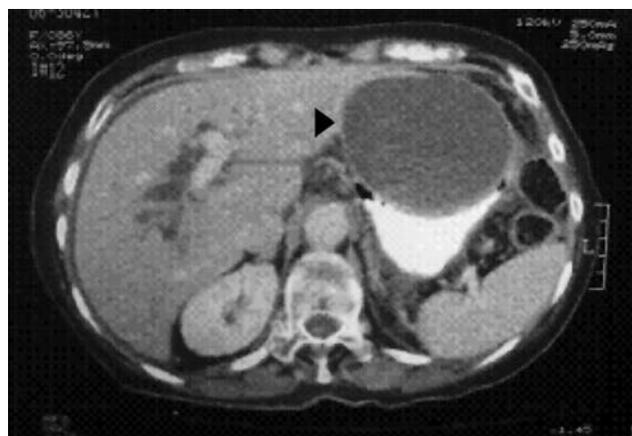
TAC abdominal contrastada en la que se aprecia una imagen redondeada adyacente al lóbulo izquierdo del hígado, no captadora de contraste, que desplaza al estómago en su cara posterior (flecha). Nótese así mismo la dilatación subyacente de las vías biliares intrahepáticas
